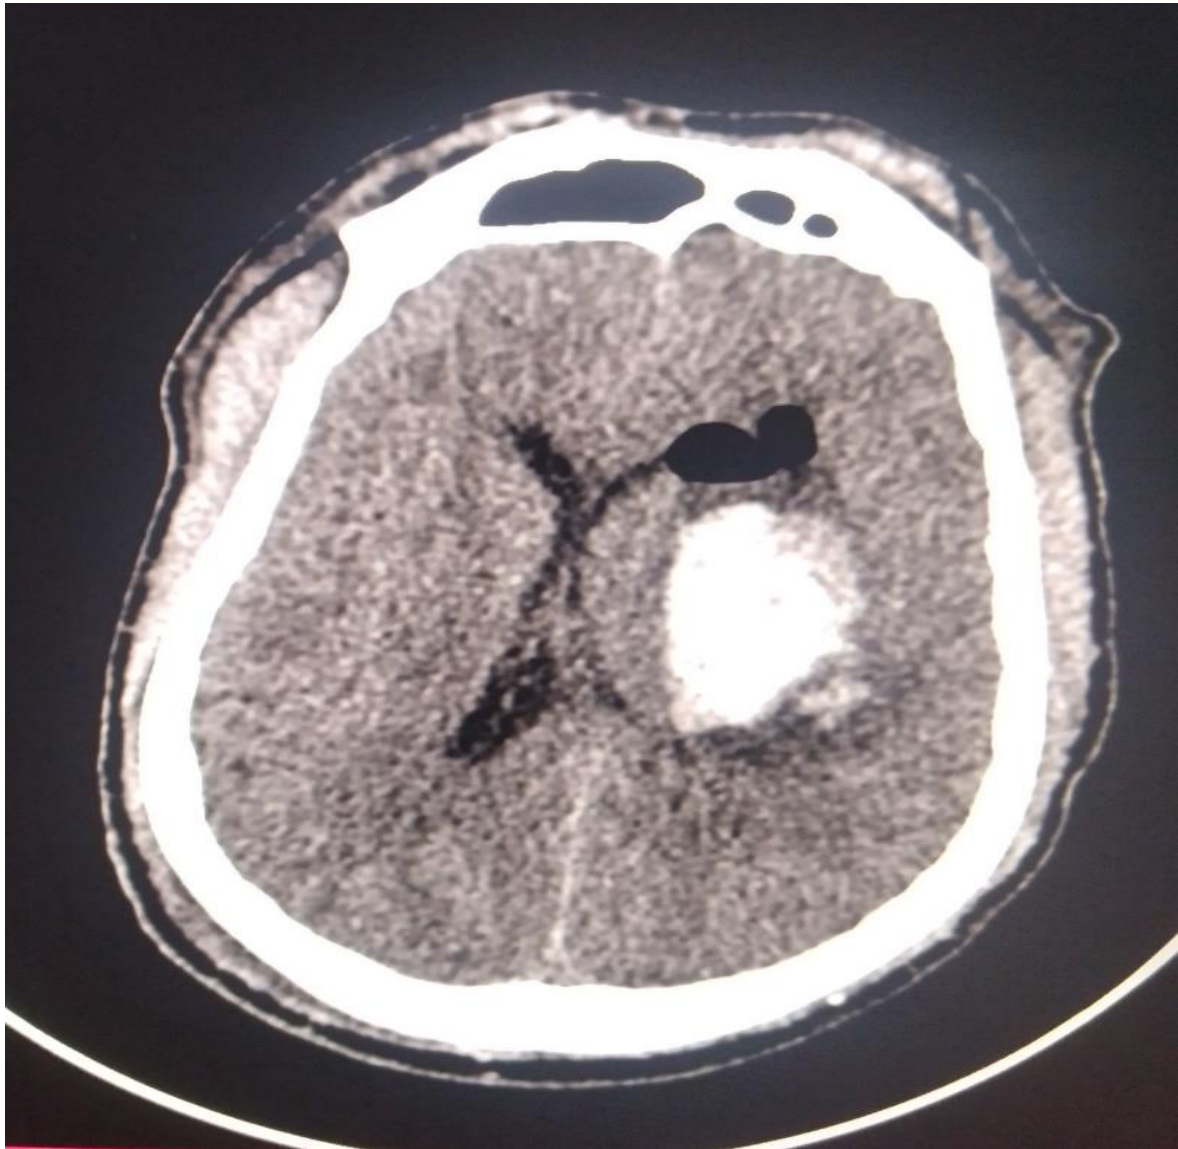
TDM cérébrale de monsieur SC, 43 ans
